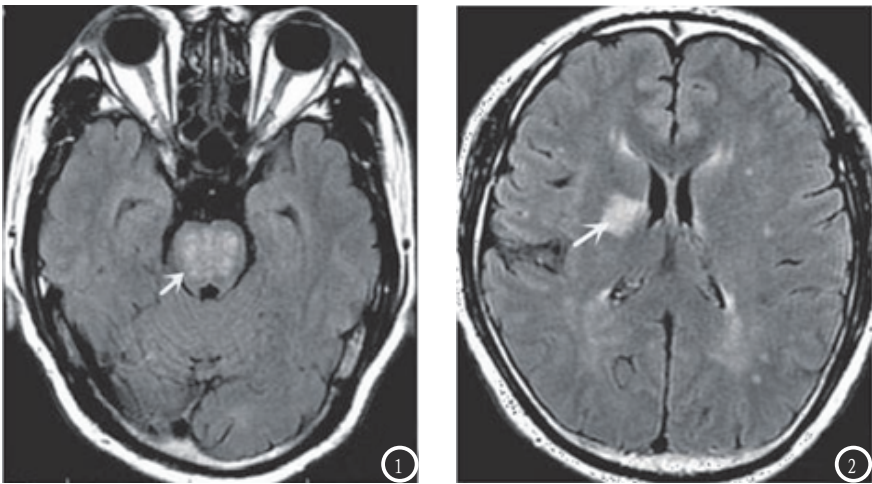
此例患者病变位于双侧桥脑(箭), 图为T₂FLAIR, 呈高信号。图2 此例患者病变位于右侧基底节区(箭), 图为T₂FLAIR, 呈高信号。
